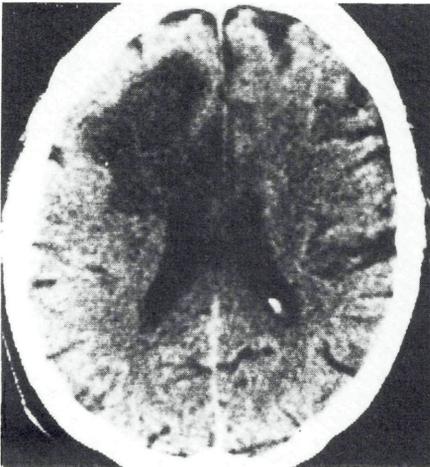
Schädel-CT eines 42-jährigen AIDS-Patienten mit zerebraler Toxoplasmose. Ausgedehnter frontoparietaler Nekrose- und Ödembezirk in der weißen Substanz der linken Hemisphäre, daneben allgemeine innere und äußere Hirnatrophie
